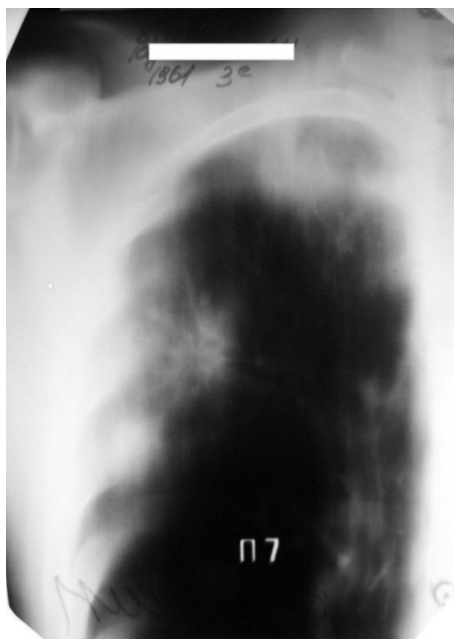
Томограмма правого легкого больного К. через 6 месяцев лечения. В верхней доле правого легкого отмечается закрытие полости распада.
